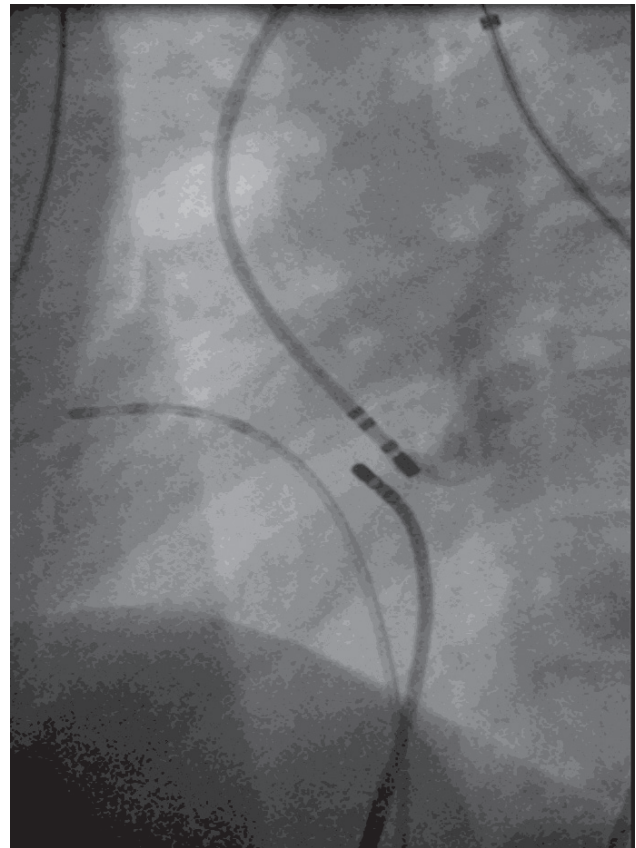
Рентгенограмма сердца с проведенными в него катетерами, снятого в левой косой проекции под углом в 60°.
